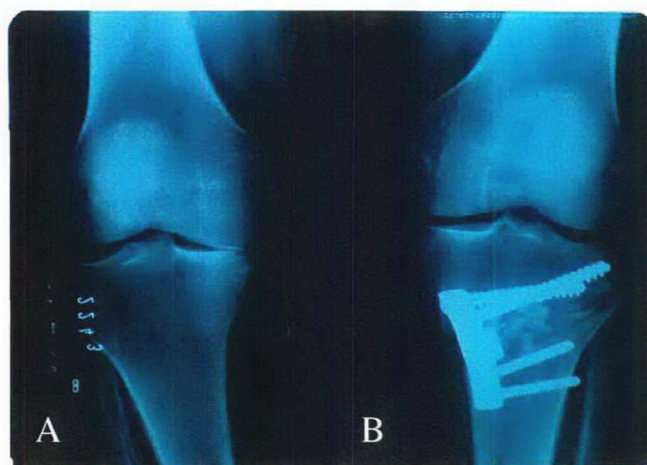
Radiografias dos joelhos em incidência antero-posterior de paciente portador de genu varum Bilateral. A. Joelho direito com desvio em varo. B. Joelho esquerdo com 6 semanas de pós operatório, contendo placa com calço de 15mm, enxerto ósseo de preenchimento, ainda sem sinais de consolidação completa, mostrando abertura da interlinha articular medial. Fornecido pelo serviço de radiologia do HGCR – nov/2000.
